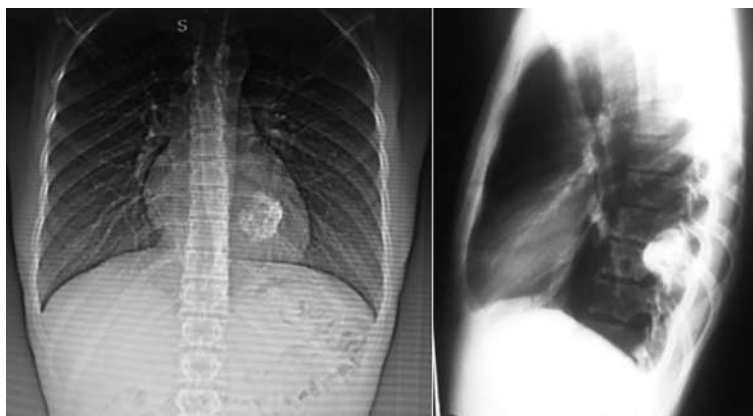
Radiografía de tórax: defecto localizado en el ángulo interno del décimo (10º) arco costal izquierdo, de aspecto lítico con aparente abombamiento del periostio y pérdida de sustancia ósea (pompas de jabón).
